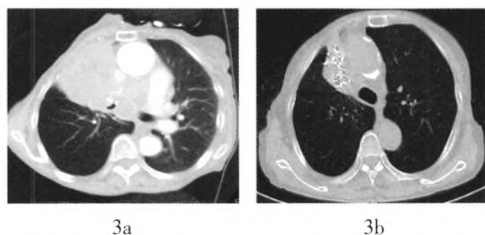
患者女性, 78岁, 右肺鳞癌,  $^{125}\text{I}$  粒子植入治疗右肺中心型肺癌前后 CT 图像对比。图中, 3a: 治疗前; 3b: 治疗后6个月, 原病灶明显变小。
